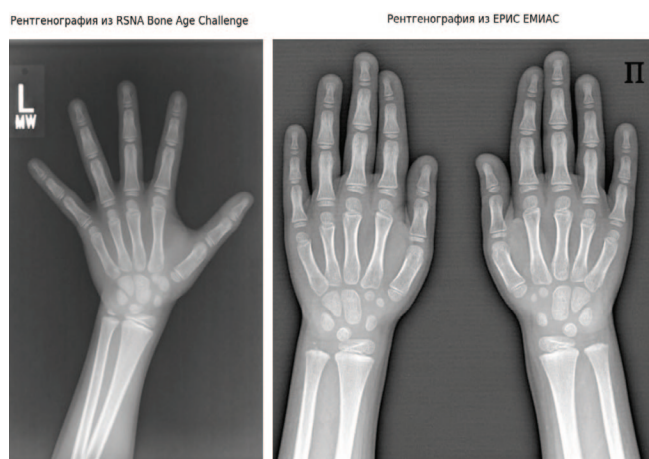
Методологиями проведения рентгенографии кисти в РФ и США
